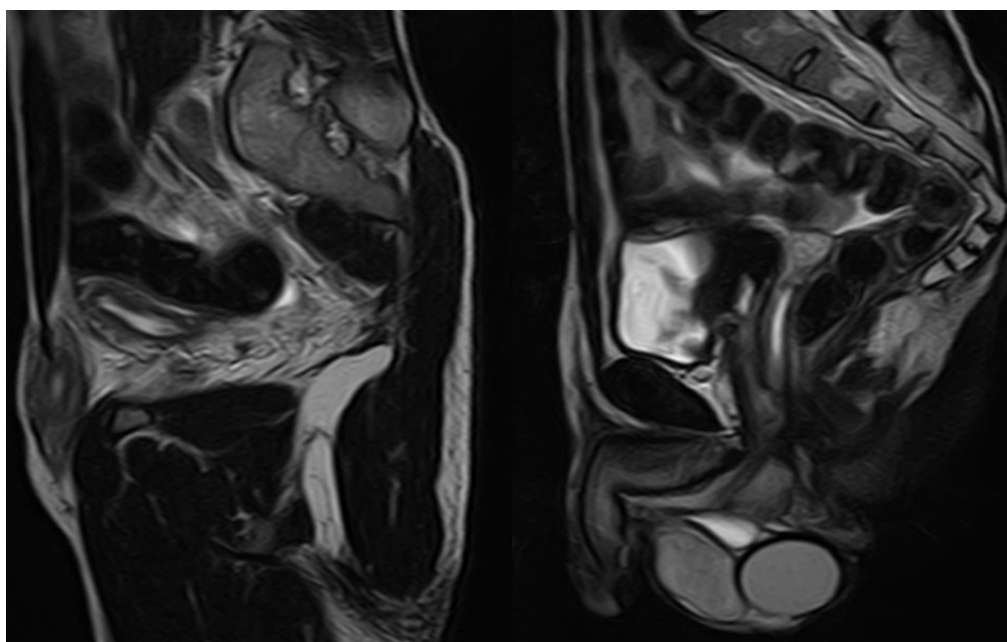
МРТ. Режим Т2 ВИ. Саггитальная проекция
